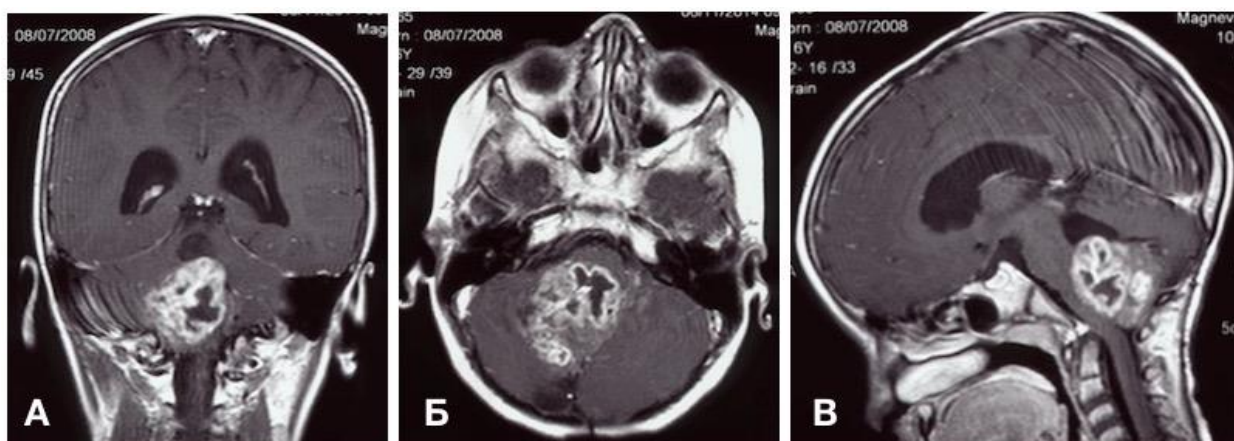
Дооперационные данные МРТ головного мозга пациента Т. (А – T1+Gad коронарная МРТ; Б – T1+Gad аксиальная МРТ; В – T1+Gad сагиттальная МРТ)
